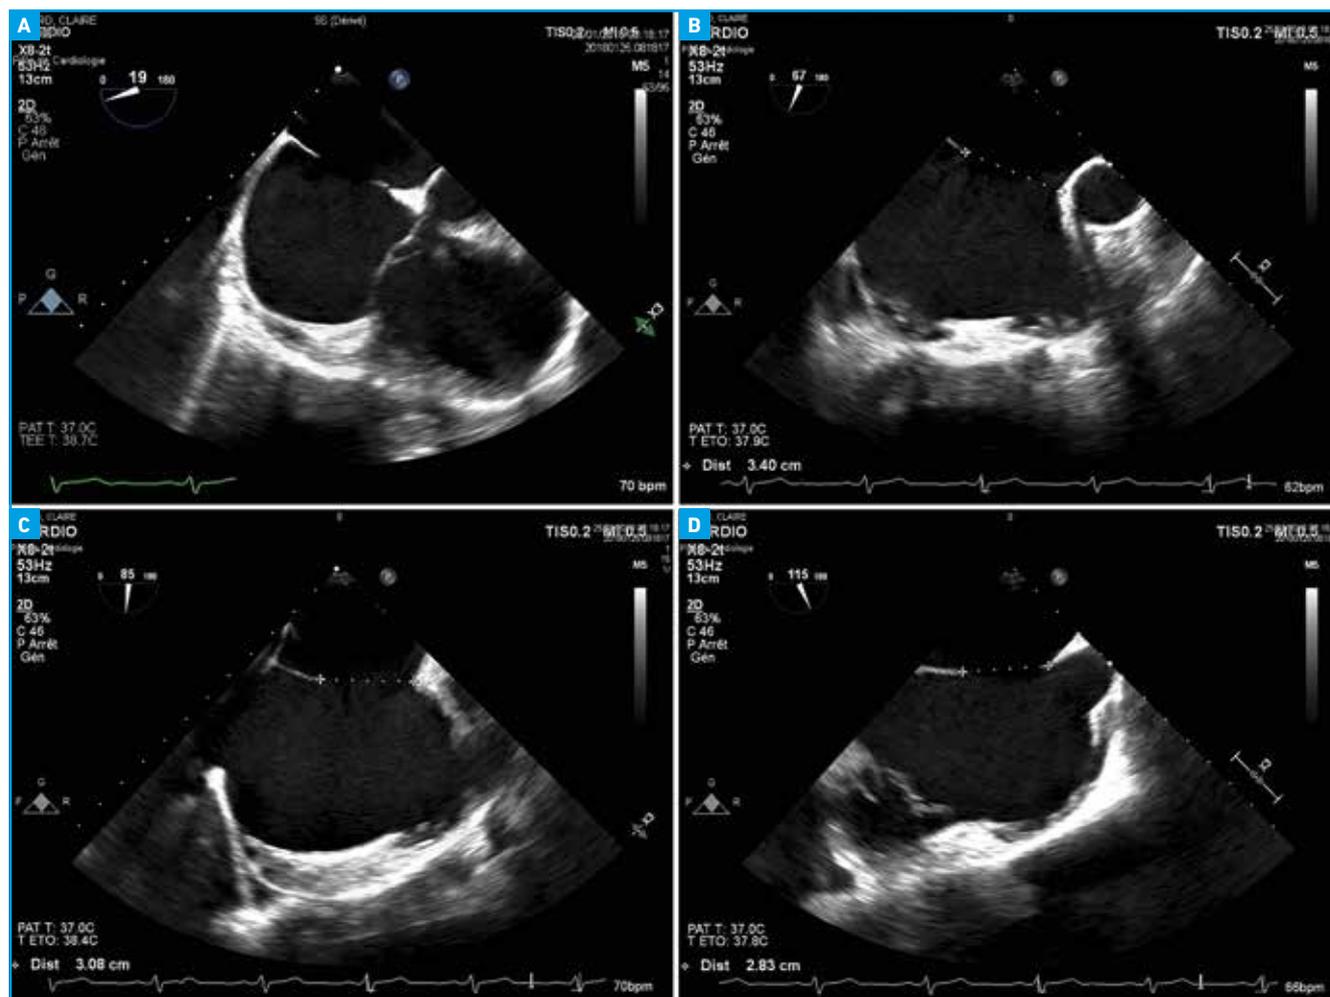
Même patiente que figure 5. Échographie transœsophagienne ; A : 0° : coupe 4 cavités, rebords postérieur et antéro-inférieur des valves AV ; B : 60° : coupe petit axe de l'aorte : rebords postérieur et antéro-supérieur, absence de rebord rétro-aortique ; C : 85° : rebords inférieure et supérieure ; D : 120° : coupe bi-cavale : rebords postéro-inférieur de la VCI et postéro-supérieur de la VCS. VCI : veine cave inférieure ; VCS : veine cave supérieure.
